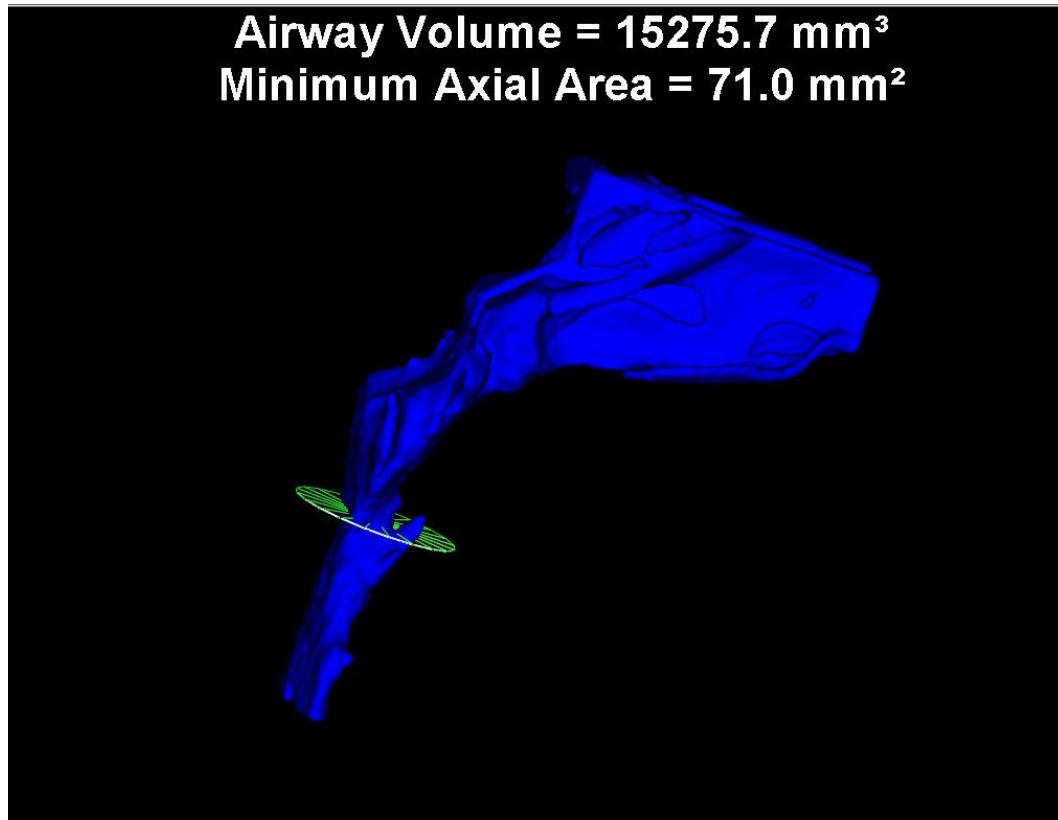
Tomografia Lateral destacando o Volume da Região Orofaringea e Bucofaringea pré ERM.
